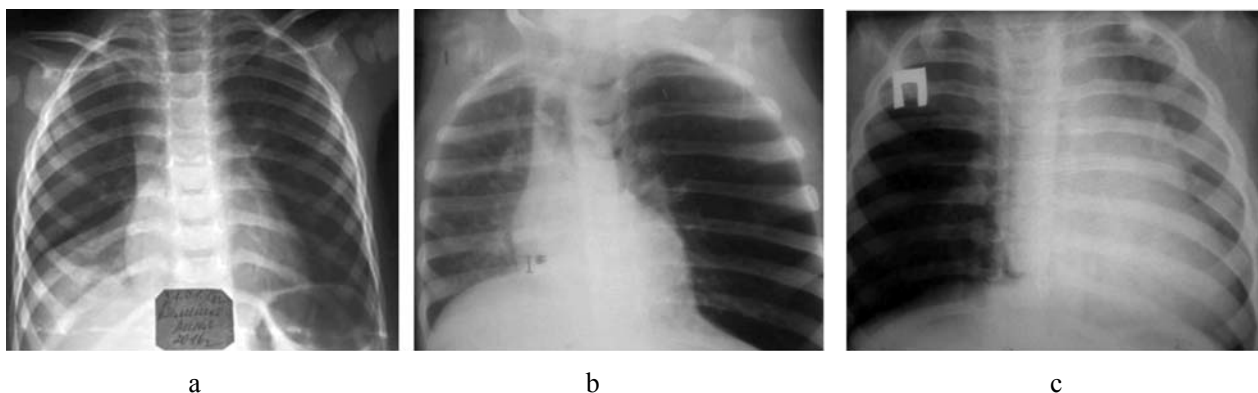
Radiografia cutiei toracice: atelectazia lobului mediu pe dreapta (a), obstrucția bronhului stâng cu mecanism de supapă (b), obstrucția bronhului mediu drept cu mecanism de supapă (c)
